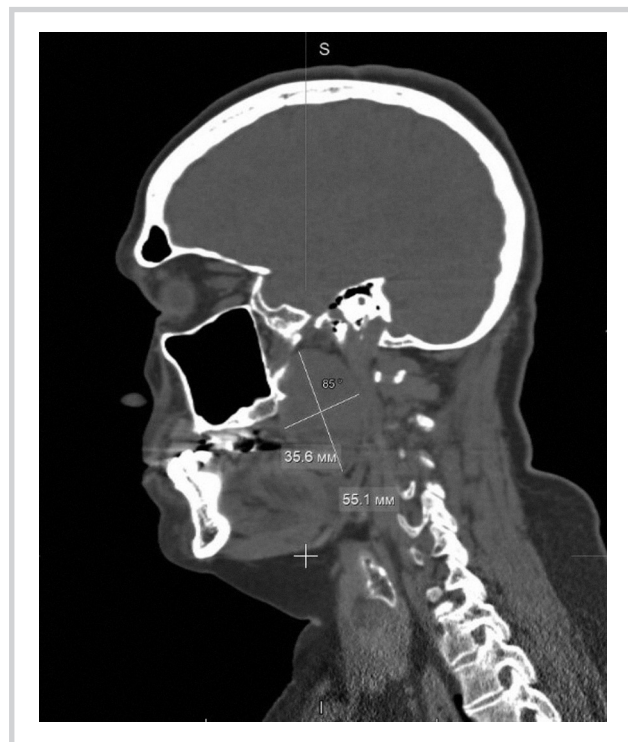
Компьютерная томография опухоли в сагиттальной проекции до хирургического лечения.
